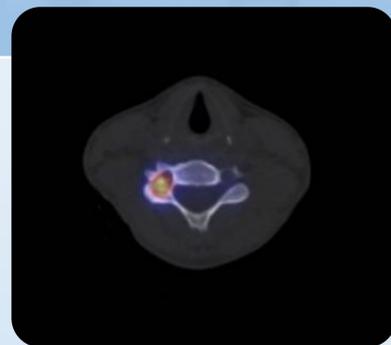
SPEC-TC: osteoma osteoide en pedículo y apófisis transversa de C5
